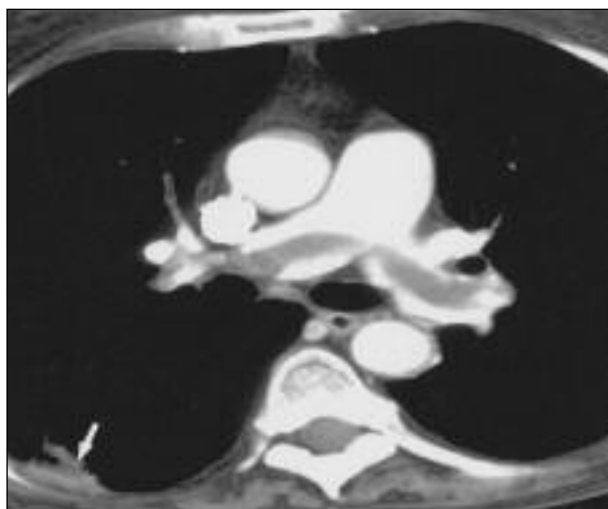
ANGIO-TC POLMONARE - Segni diretti di embolia acuta: area centrale o marginale di bassa attenuazione circondata da una quantità variabile di mcd.
